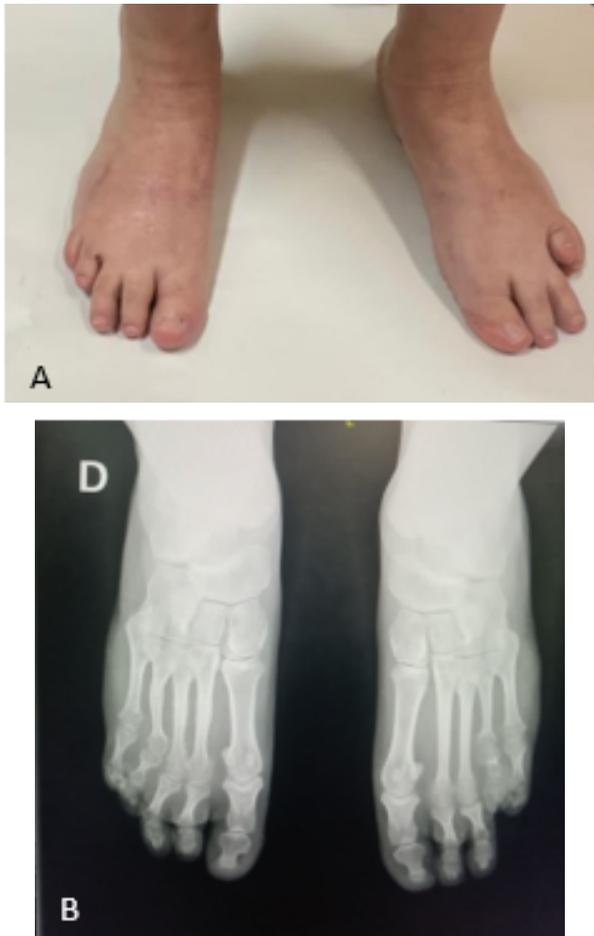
A: Situación clínica con 4 años de evolución. B: Radiografías con un seguimiento de 4 años de evolución
